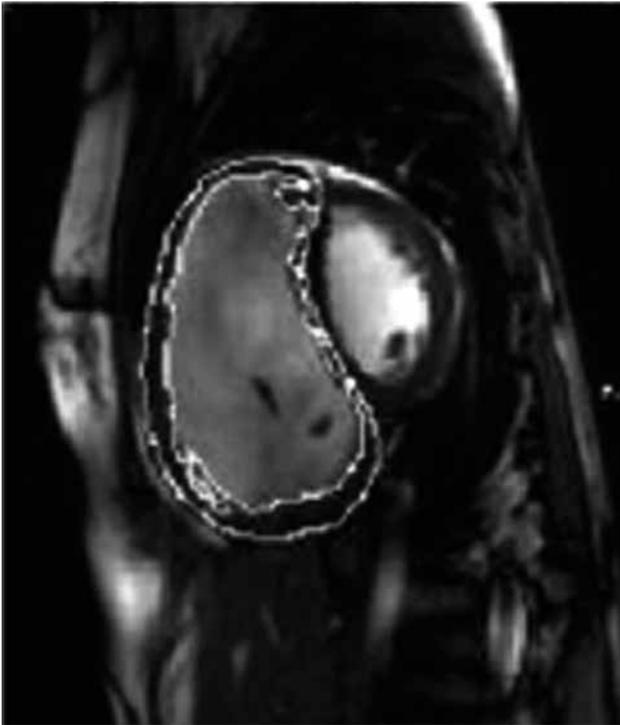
Volumen ventricular derecho por resonancia magnética.
